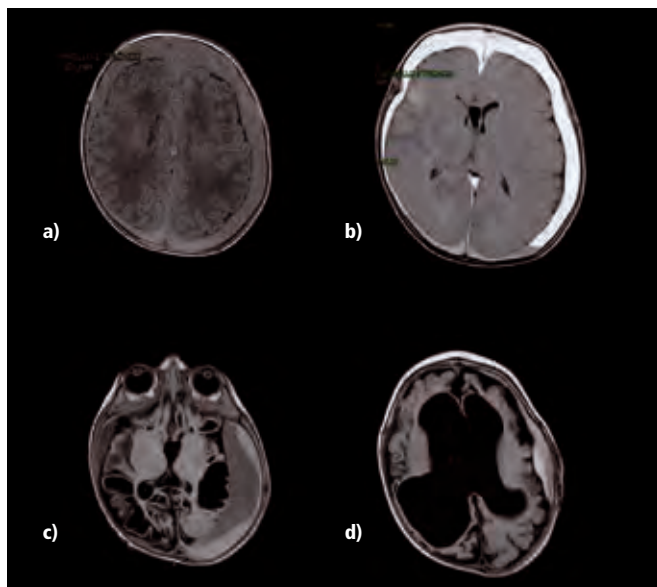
Evoluzione del quadro neuroradiologico. a e b) RM encefalo eseguita all'ingresso: ematoma sottodurale biemisferico sovra e sotto-tentoriale ad aspetto disomogeneo per le differenti fasi di degradazione di emoglobina; sono presenti segni di sofferenza ischemica acuta biemisferici c) RM encefalo eseguita dopo 2 mesi, che mostra evoluzione malacico/atrofica a carico di entrambi gli emisferi cerebrali con aumento della falda sottodurale emisferica sinistra con effetto massa; d) RM encefalo eseguita dopo il secondo intervento, in cui si osserva ulteriore riduzione del volume della corteccia cerebrale con parziale confluenza delle cavità malaciche poroencefaliche biemisferiche.
